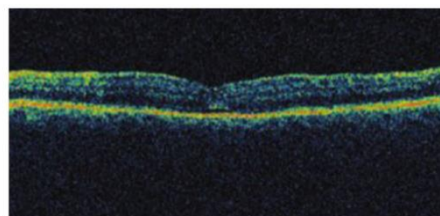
La scan di tomografia a coerenza ottica postoperatoria di 1 mese mostra la completa chiusura del foro con un parziale recupero della depressione foveale, e c'è una piccola tasca di liquido sottofoveale.
